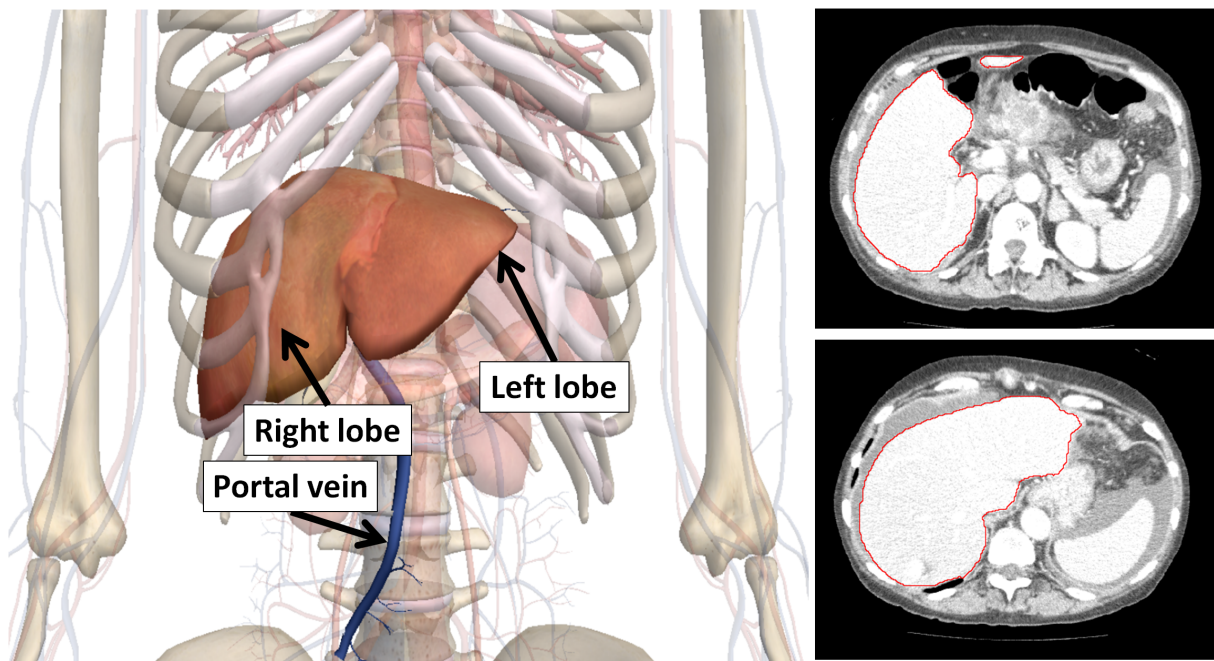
肝臓 (liver) の体内での位置と画像上での見え方の例．左：体内での位置．肝臓は左葉 (left lobe) と右葉 (right lobe) に大別でき，門脈 (portal vein) などの血管と繋がっている．右：CT 画像上での肝臓．赤線が囲まれた領域が肝臓を表す．
